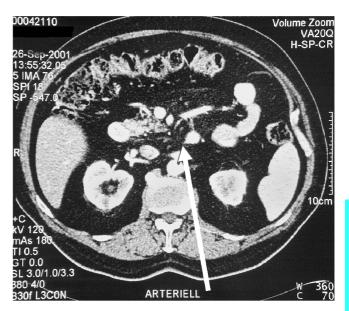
CT mit intravenösem Kontrastmittel nach 2 Monaten Therapie. Restbefund.
